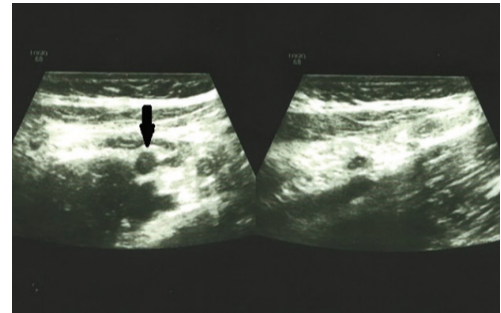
Ultrasound image showing a non-compressible appendix with adjacent appendiceal lymphoid hyperplasia.
